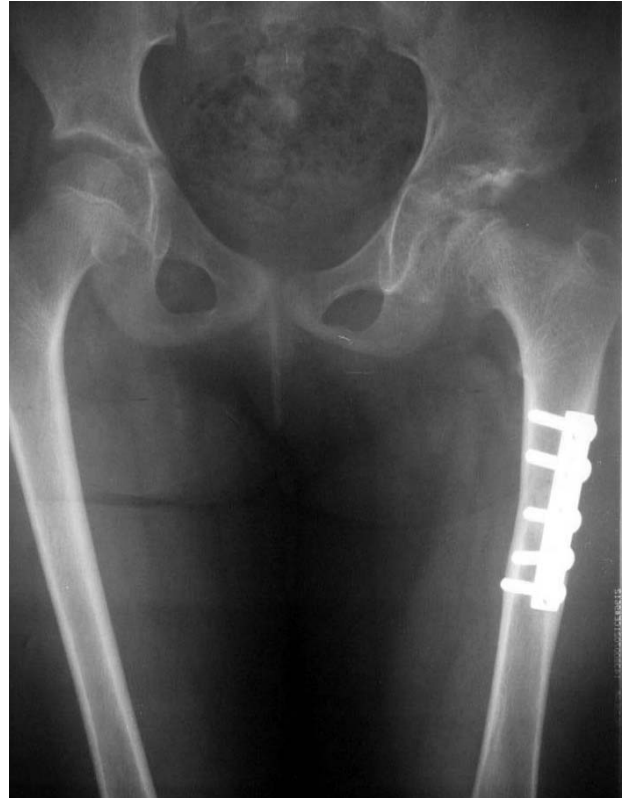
b. Aynı seansta bilateral Salter osteotomisi yapıldıktan sonra 8. aydaki grafisi.
